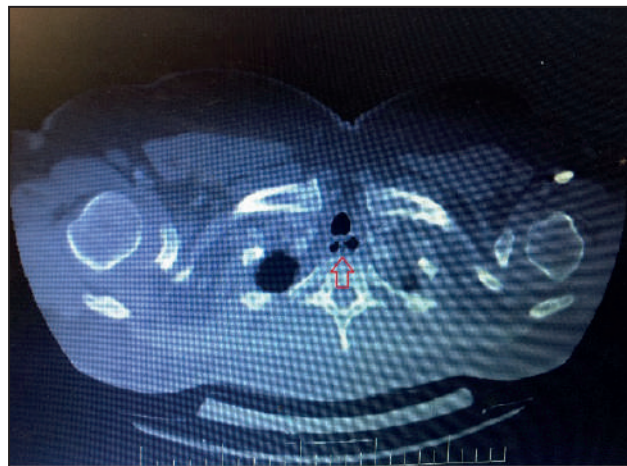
Компьютерная томография. Образование пищевода (обозначено красной стрелкой).
